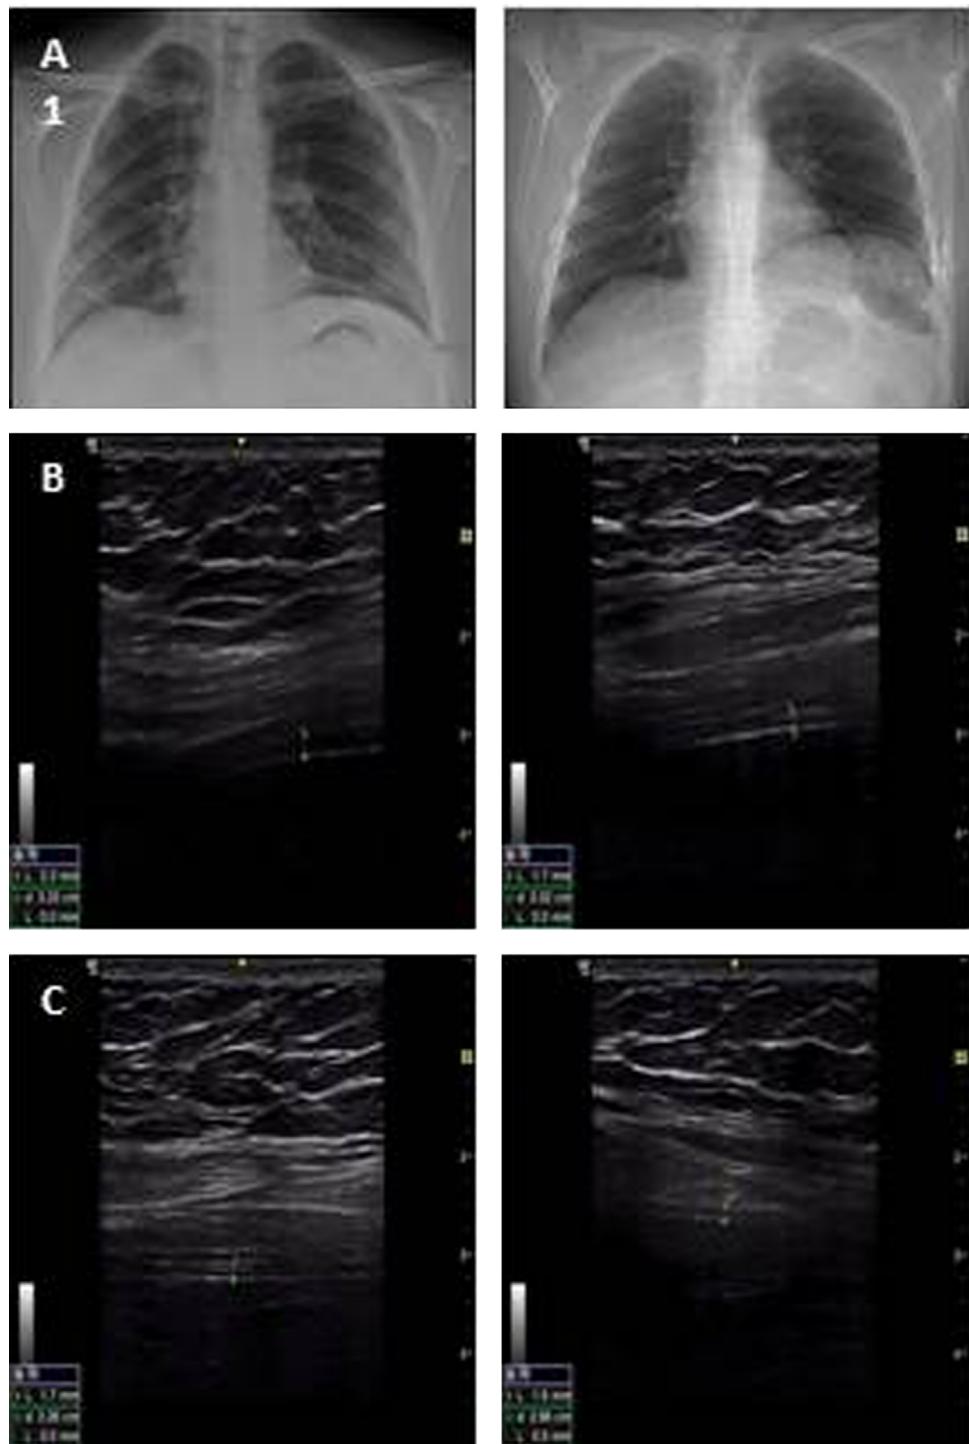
Diagnostic de parésie diaphragmatique gauche. A. Radiographie thoracique de face à M1 et scout du TDM à M4 : ascension de coupole diaphragmatique gauche. B. Fraction d'épaisseissement diaphragmatique droite normale (35 %). C. Fraction d'épaisseissement diaphragmatique gauche diminuée (13 %).
